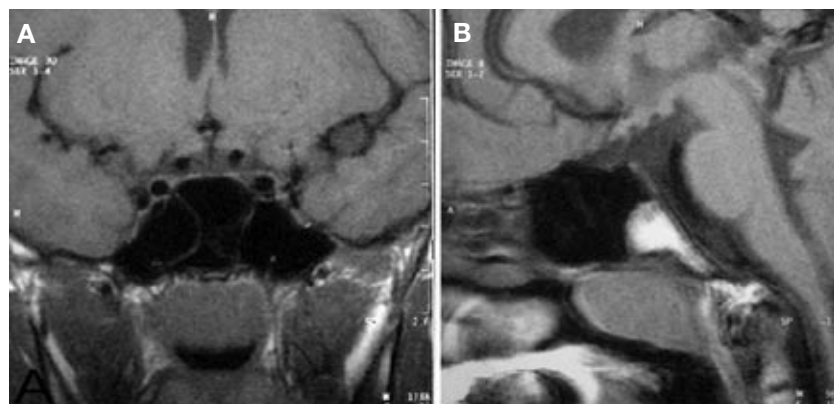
Coronal (A) and sagittal (B) views of magnetic resonance imaging (MRI) brain scan: neither adenohipophysism, pituitary stalk nor neurohipophysism are visible (patient no. 3 of Group A).
